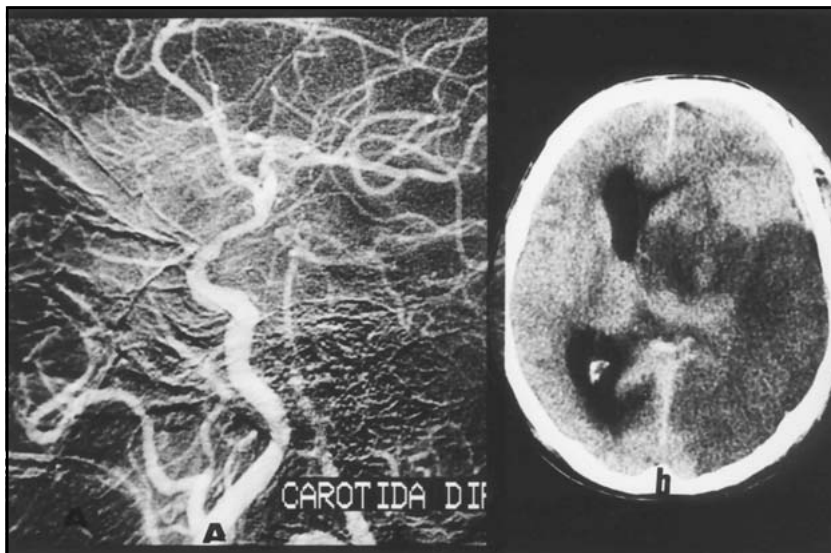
Angiografia mostrando extenso envolvimento e estenose da artéria além da intensa circulação tumoral. TC no pós-operatório, onde observa-se grande área de infarte em território da artéria cerebral média com efeito de massa, ocasionando desvio do sistema ventricular.
